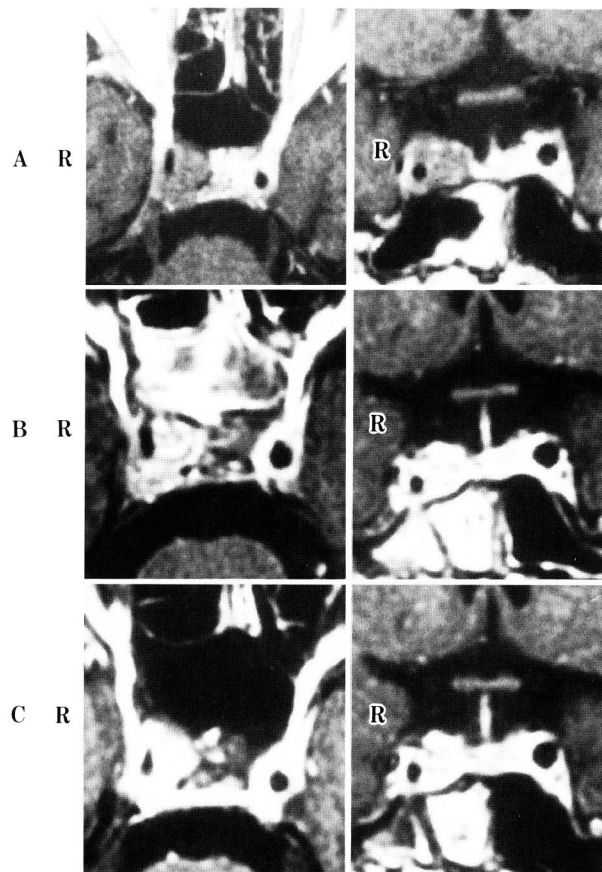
Gadolinium-enhanced MRI scan revealed a pituitary tumor as hypointense area before gamma knife radiosurgery (A). The tumor was heterogeneously enhanced by gadolinium - enhanced MRI 3 months after gamma knife radiosurgery (B) and homogeneously enhanced 10 months after radiosurgery (C)
